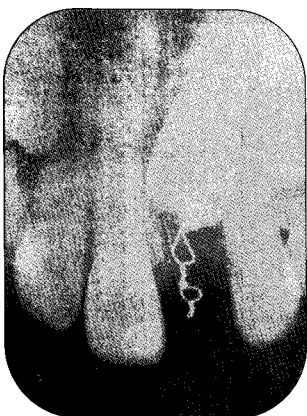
Periapical view after 4 months
